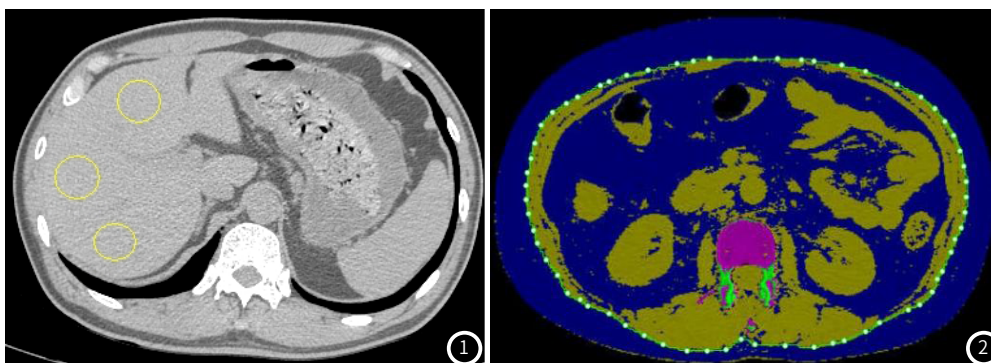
定量CT(QCT)软件测量肝脂肪含量感兴趣区(ROI)勾画。图2 定量CT(QCT)软件测量腹部脂肪分布。
